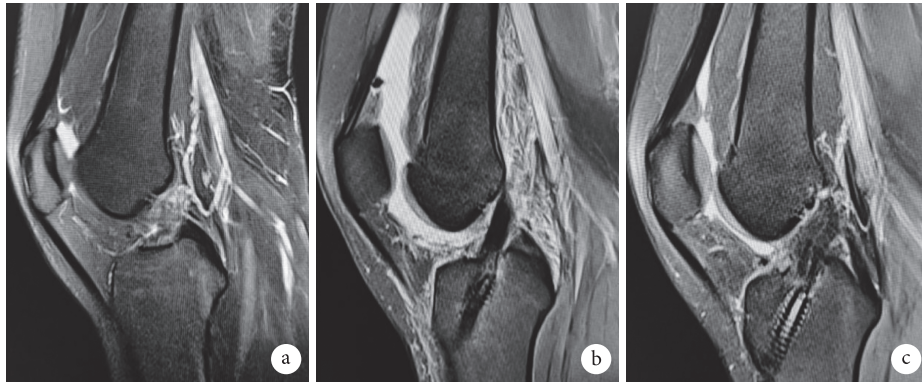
TT组患者,女,20岁,右膝关节ACL重建手术前后MRI a.术前;b.术后1周;c.术后12个月
